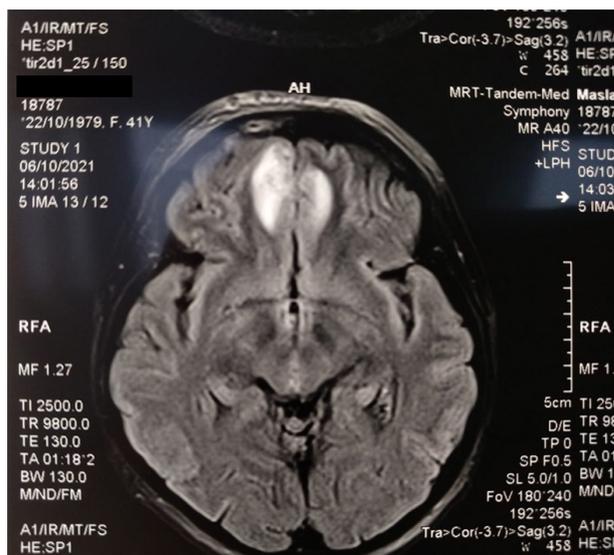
Признаки энцефалита у пациентки М., 42 лет, по данным магнитно-резонансной томографии головного мозга
